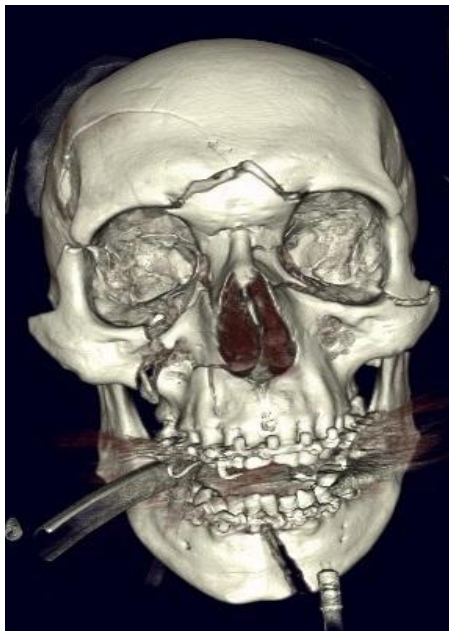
Ретробульбарное повреждение зрительного нерва, тяжелая контузия глазного яблока, множественные переломы стенок глазницы при центральном типе травмы. Перелом передней и средней черепной ямок.
